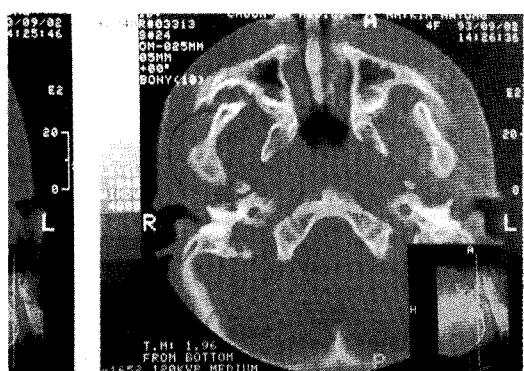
Computerized Tomography.
